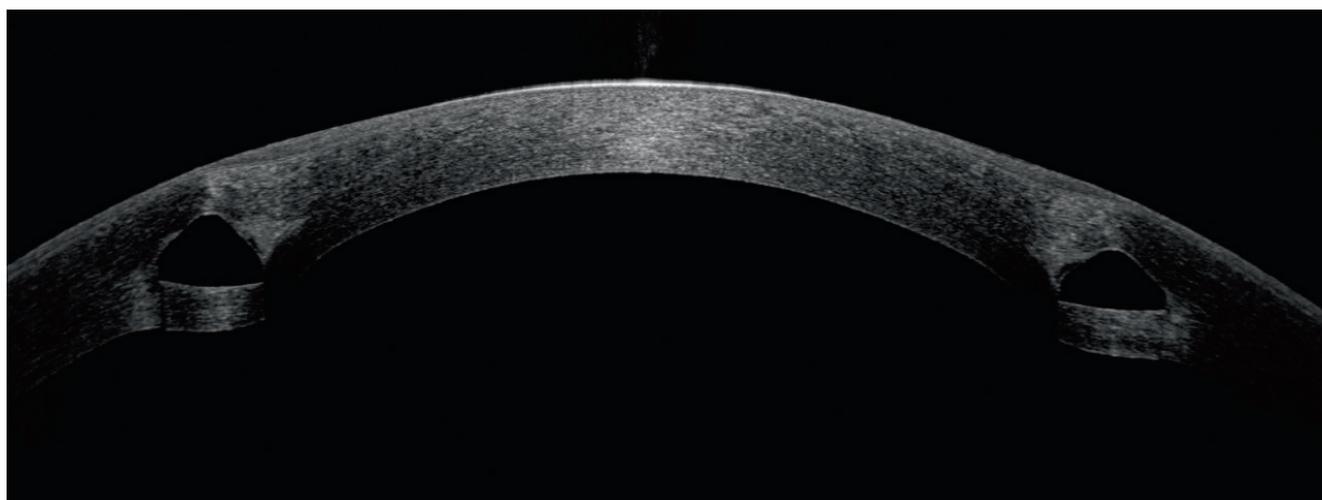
Оптическая когерентная томография роговицы в зоне имплантации ИРС
